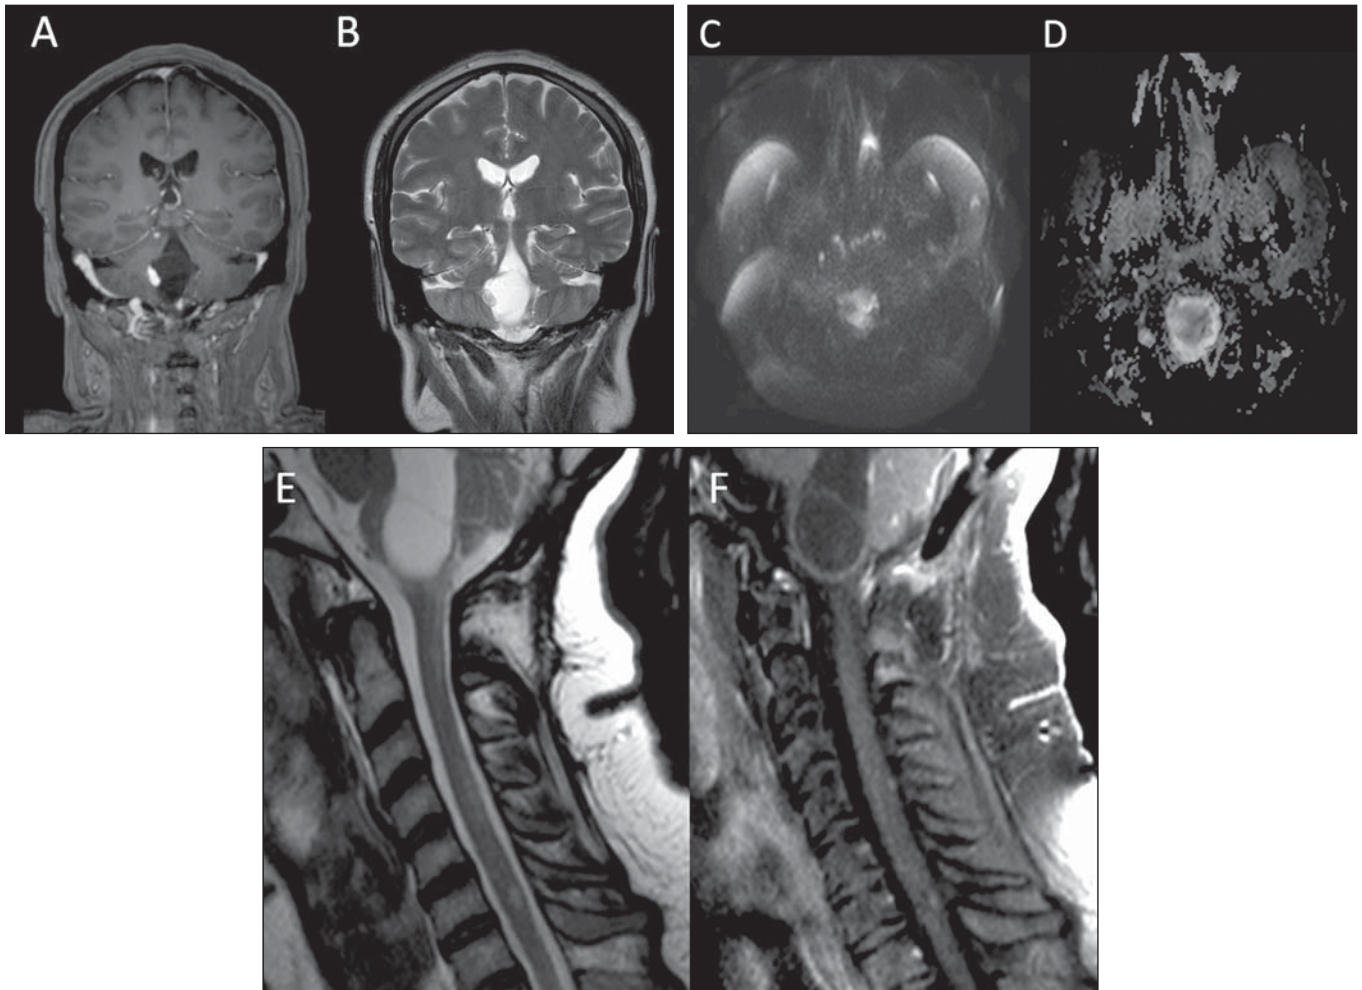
(A–D): Ressonância magnética do encéfalo, imagens coronal ponderada em T1 com saturação de gordura, após a administração intravenosa do agente de contraste paramagnético (gadolínio) (A), coronal ponderada em T2 (B), axial DWI/difusão (C), axial mapa de ADC (D). E,F: Ressonância magnética da medula espinal, imagens sagittal ponderada em T2 (E) e sagittal ponderada em T1 com saturação de gordura, após a administração de contraste (F).
